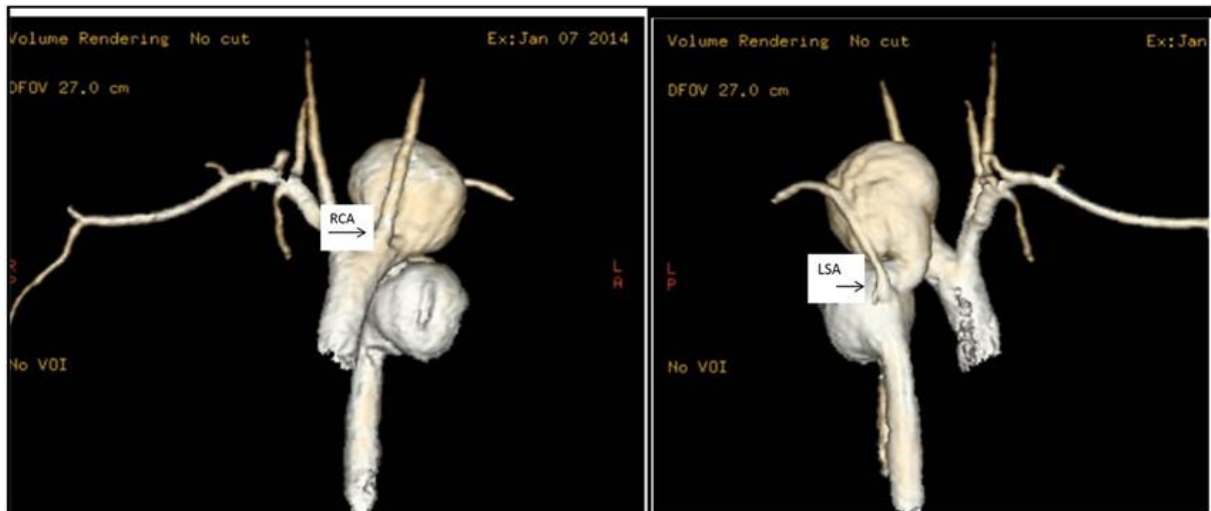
CT prikaz torakalne aneurizme. Izvor: <https://radiopaedia.org/articles/thoracic-aortic-aneurysm>
